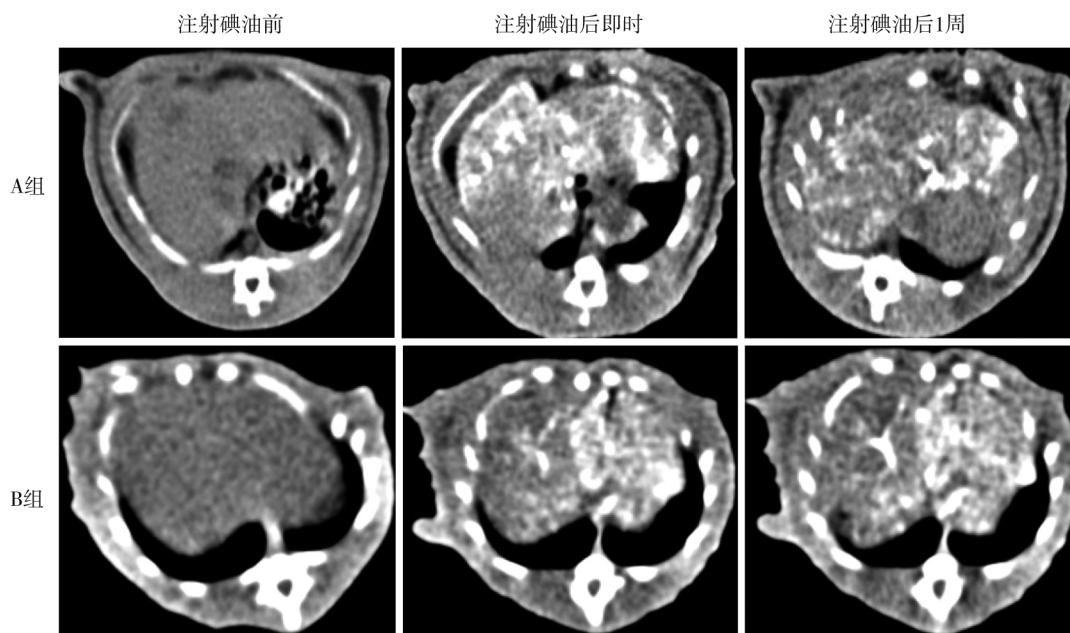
两组给药成功大鼠注射碘油前后 CT 平扫影像
